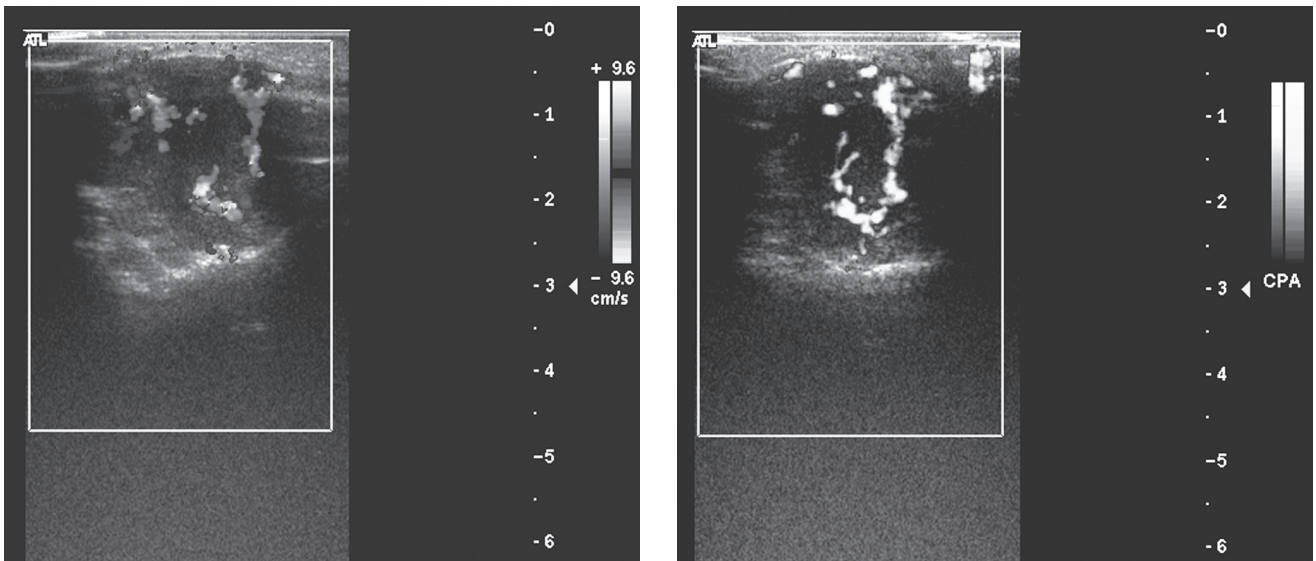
Ecografía Doppler-color y *power*-Doppler. Se observa la masa de partes blandas asociada a la lesión lítica occipital derecha muy vascularizada tanto en Doppler-color (a) como en *power*-Doppler (b).
